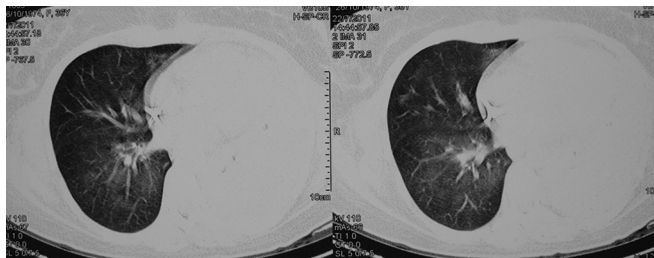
Tomografia computadorizada de tórax demonstrando derrame pleural volumoso à esquerda com colapso pulmonar esquerdo.
